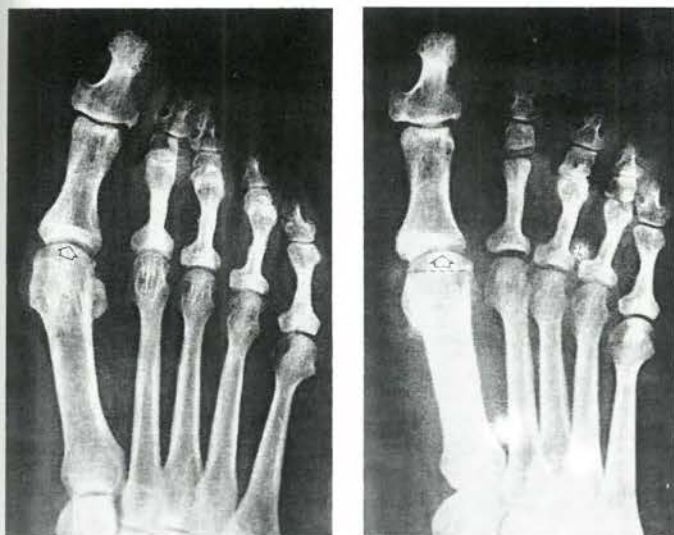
Radiografía preoperatoria
